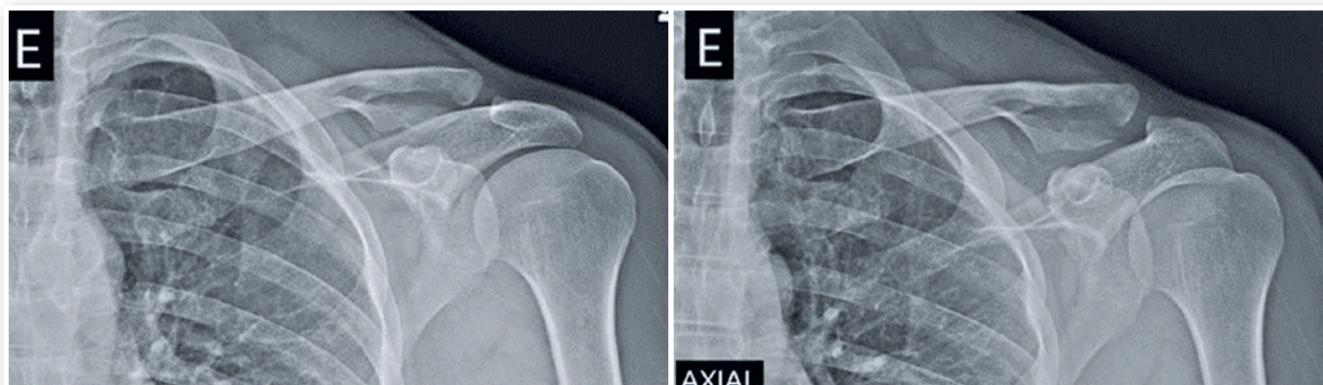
Radiografias anteroposterior e anteroposterior com angulação de 15° cefálico (Zanca) da clavícula esquerda.
